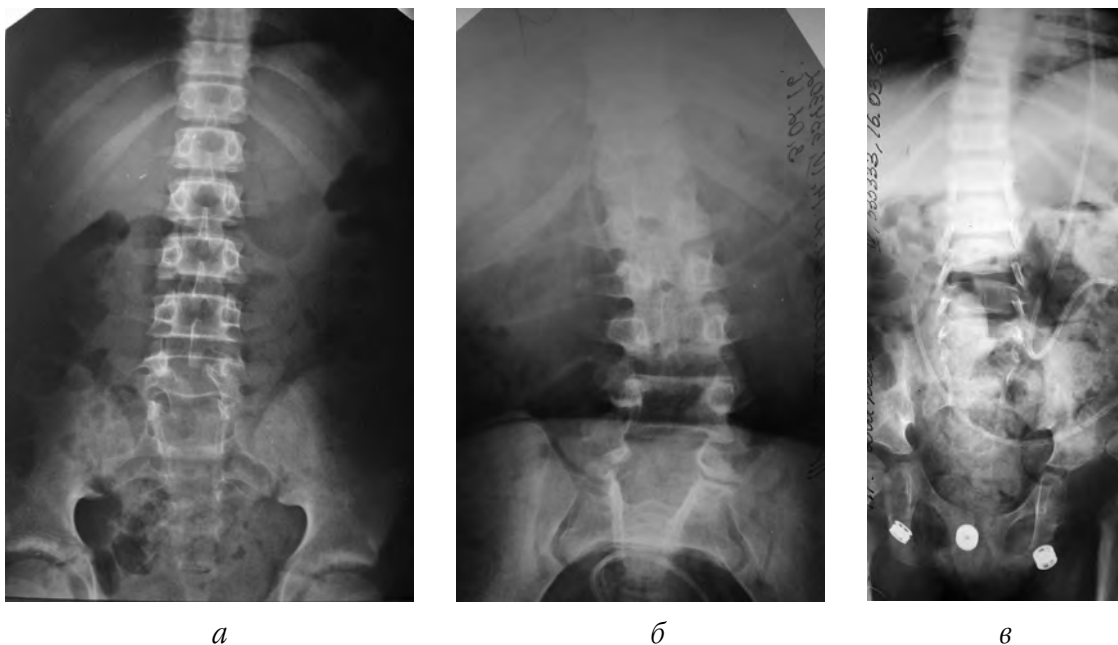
Фото рентгенограм попереково-крижового відділу хребта в прямій проекції – незарощення чи відсутність задніх елементів тіл хребців: а – незарощення дужок тіл хребців від рівня L₅ та дистальніше у хворого I клінічної групи; б – незарощення дужок тіл хребців від рівня L₂ та дистальніше у хворого III клінічної групи; в – відсутність задніх елементів тіл хребців від рівня Th₁₀ та дистальніше у хворого IV клінічної групи
